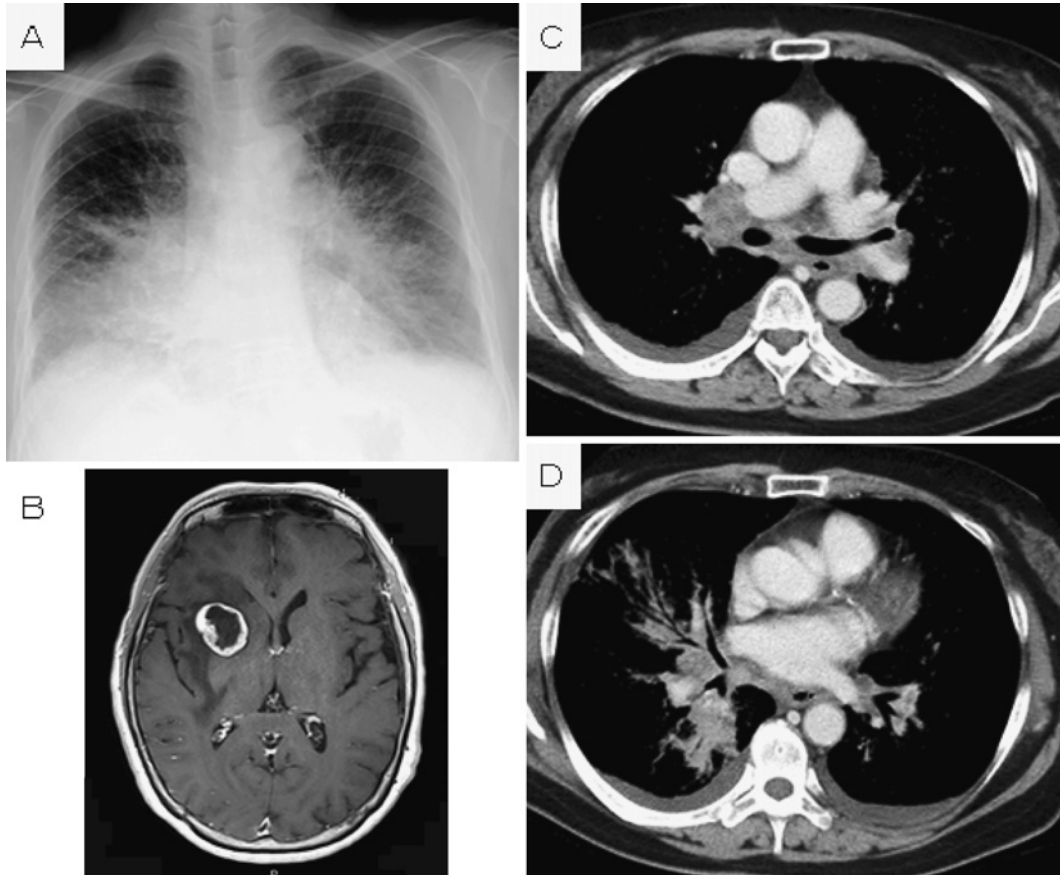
A: Chest roentgen graph obtained at the first visit to our hospital. Lymphangitis carcinomatosa was detected in the bilateral lung fields. B: Brain MRI showed a solitary metastatic tumor with peripheral edema. C: The right mediastinal lymph nodes were swollen. D: Computed tomography (CT) showed a tumor measuring 5 cm in size in the right lower field.
